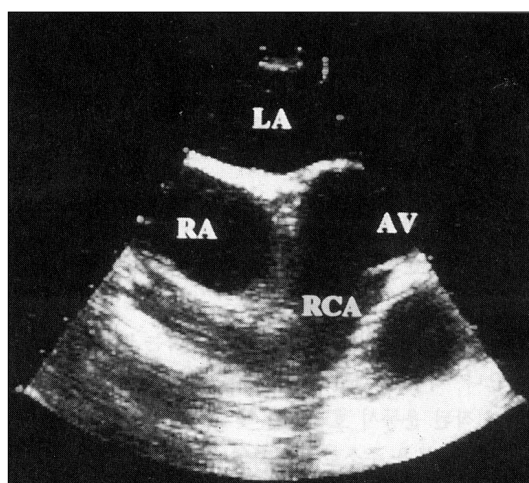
Transesophageal echocardiography shows markedly dilated right coronary artery.
